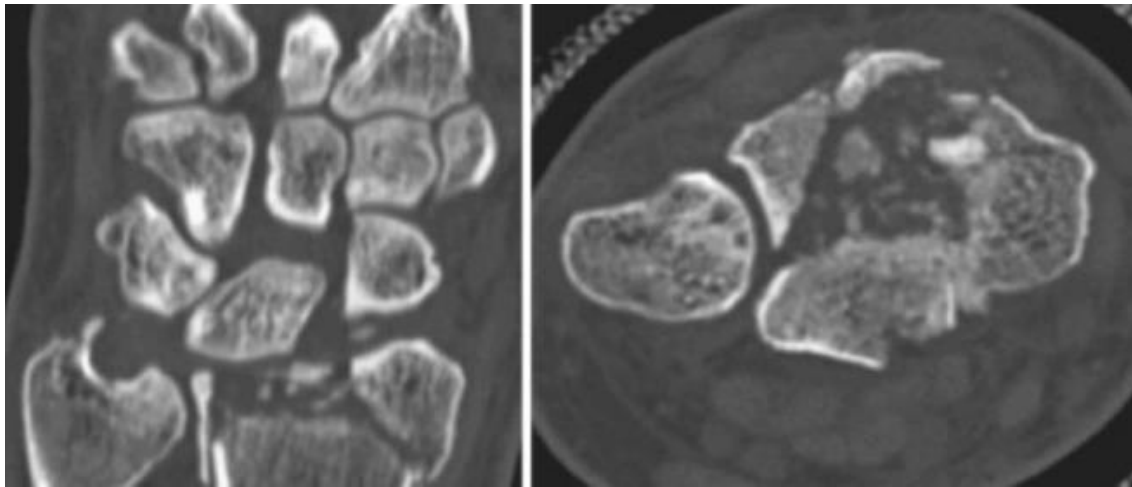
TC fractura de EDR. Cortes coronales y axial donde se observa la conminución articular⁸⁵.
